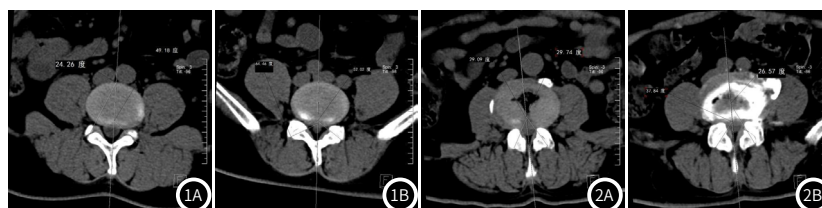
L3~4椎间盘;图1B L4~5椎间盘。病例1,患者男,48岁,诊断为L3~4、L4~5椎间盘突出;图1A CT L3~4层面关节突关节角度测量;图1B CT L4~5层面关节突关节角度测量。图2A L3~4椎间盘;图2B L4~5椎间盘。病例2,患者男,66岁,诊断为L3~4、L4~5椎间盘突出。图2A CT L3~4层面关节突关节角度测量;图2B CT L4~5层面关节突关节角度测量。
